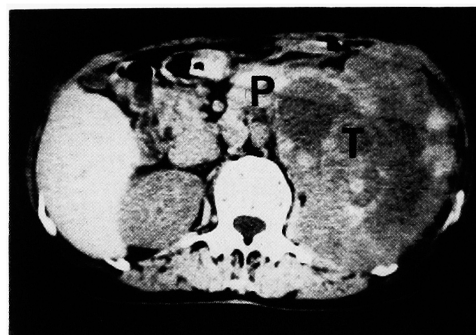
CT スキャン (第2腰椎下縁でのスライス) 腫瘍 (T) は脾臓 (P) を前上方へ圧排し, 両者の境界は不明瞭である。
